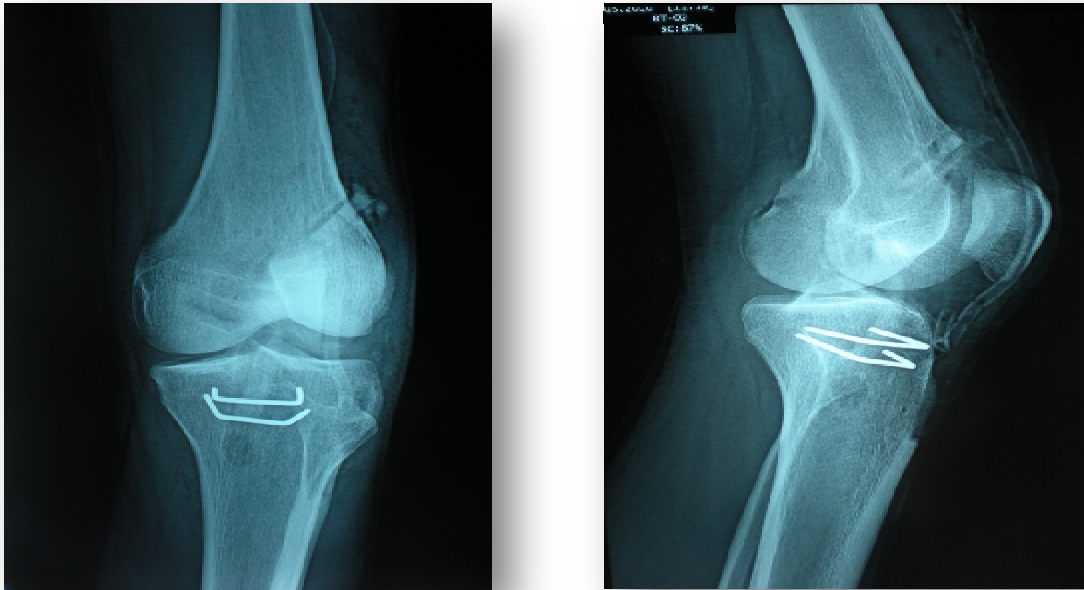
radiographie du genou face et profil après reconstruction des ligaments
